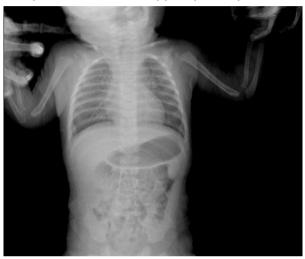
Рентген органов грудной клетки (в 2-х проекциях) ребенка A.
